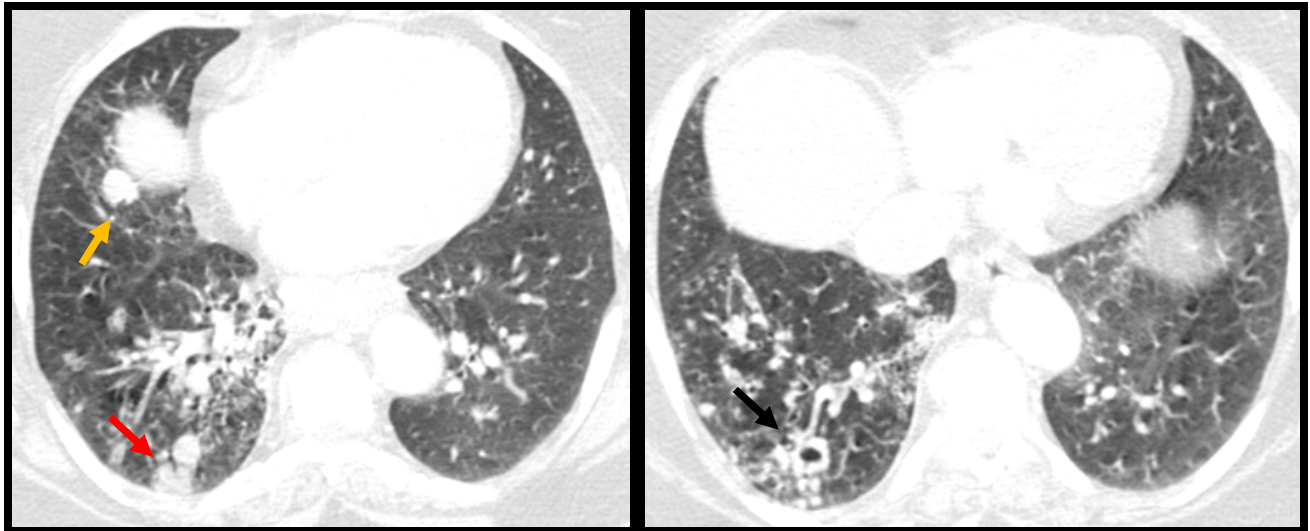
(cas N°1) : TDM thoracique en coupes axiales, fenêtre parenchymateuse :
